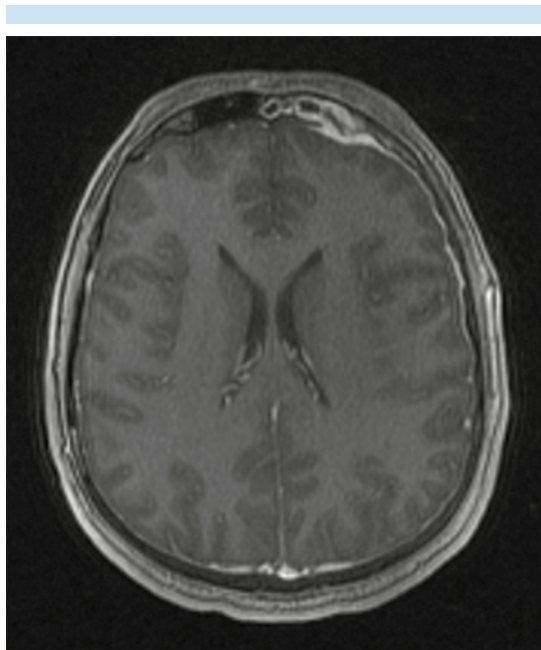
Resonancia posquirúrgica de control, corte axial, secuencia con contraste intravenoso: resolución del edema cerebral, persistencia del realce meníngeo con la solución de continuidad de la pared posterior del seno ya conocida, en comunicación con la fosa craneal anterior.
